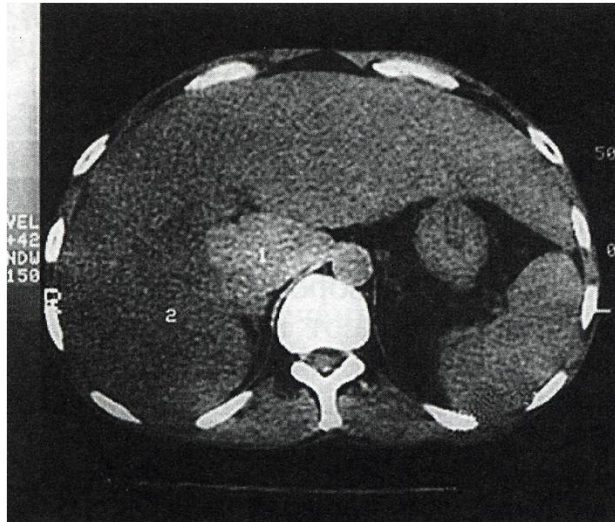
Комп'ютерна томографія. Цироз печінки
